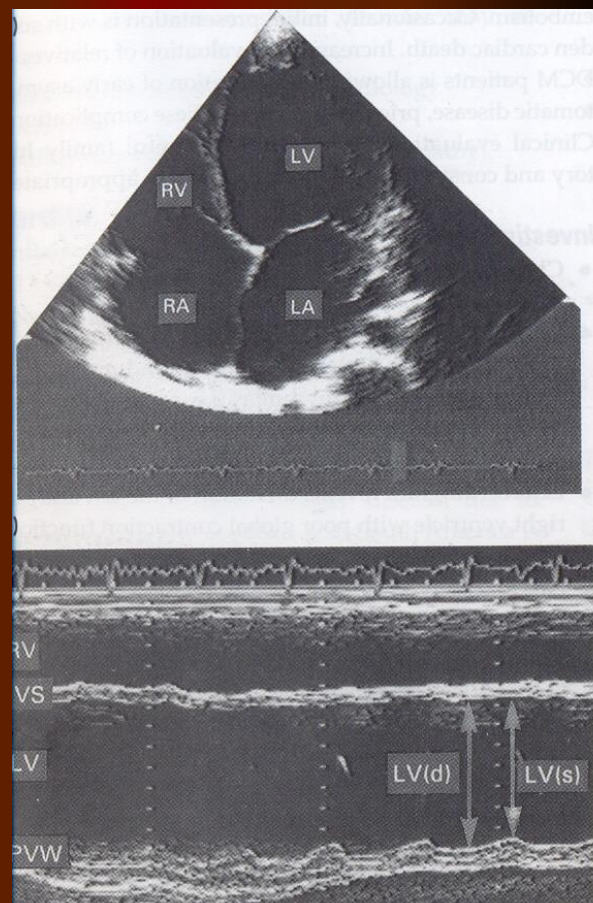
Dilated cardiomyopathy shown in two-dimensional (a) typical four-chamber view and M-mode echocardiograms. The heart has a 'globular' appearance with all four chambers dilated. The extremely impaired left ventricular function can be appreciated from the M-mode recording. Compare the systolic shortening fraction with that of Figures 13.22 and 13.74. LA, left atrium; RA, right atrium; RV, left ventricle; LV(d) and LV(s), diastolic and systolic left ventricular dimensions; IVS, interventricular septum; PVW, posterior ventricular wall.
